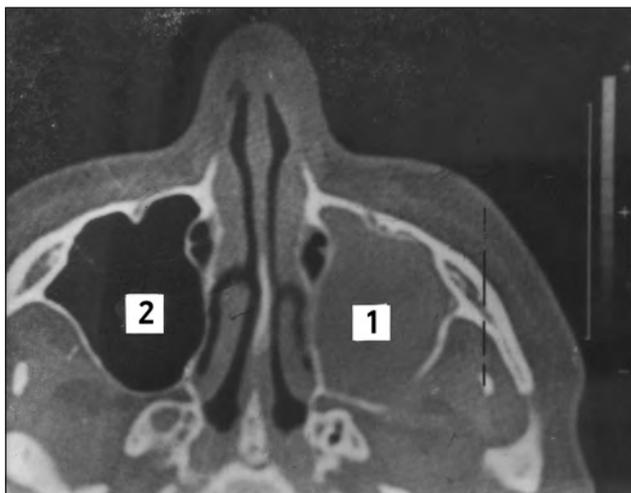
Компьютерная томограмма верхнечелюстных пазух больного Е., 63 лет: 1 — рак левой верхнечелюстной пазухи; 2 — патологически неизмененная правая верхнечелюстная пазуха
